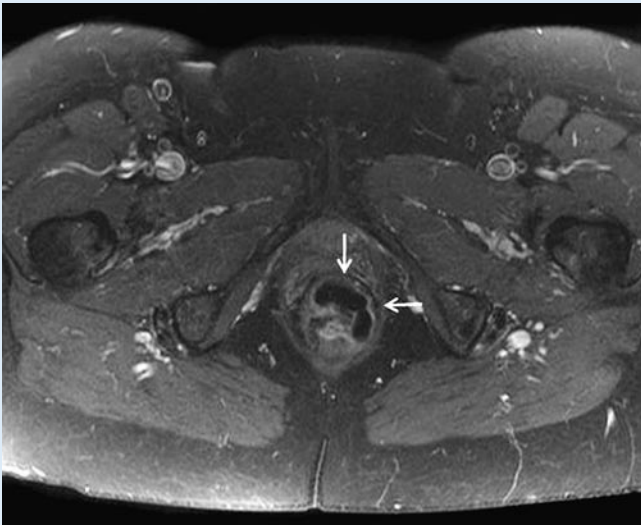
▲ Becken-MRT, T1-Wichtung mit Kontrastmittelgabe. Abszessartige Formation im Spatium rectovaginale
